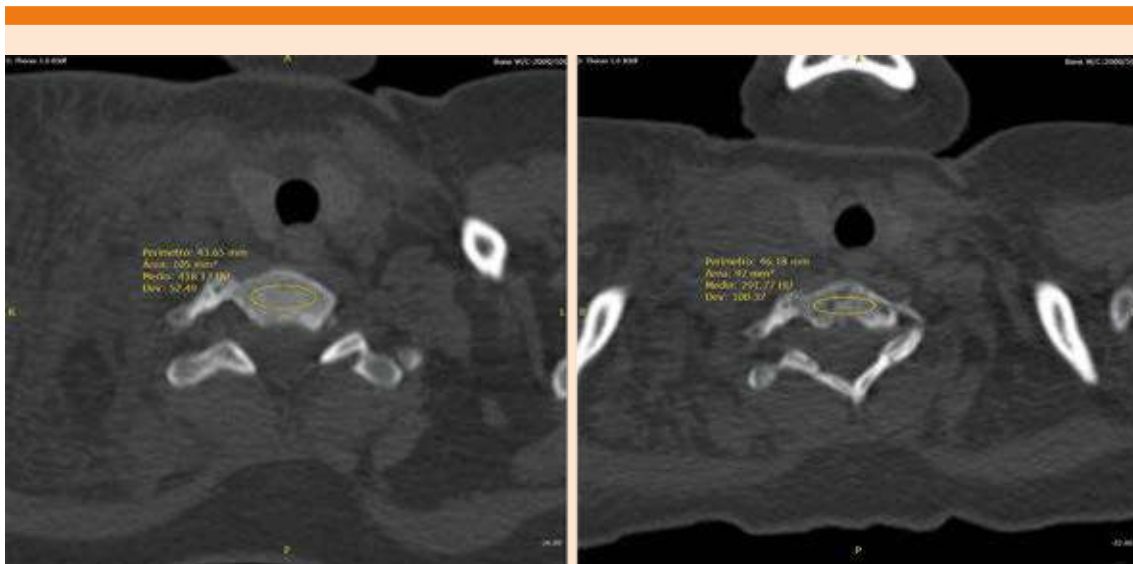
Se aprecia una reducción significativa en las densidades del cuerpo vertebral, medidas por unidades Hounsfield (HU), entre ambas tomografías computadas.
